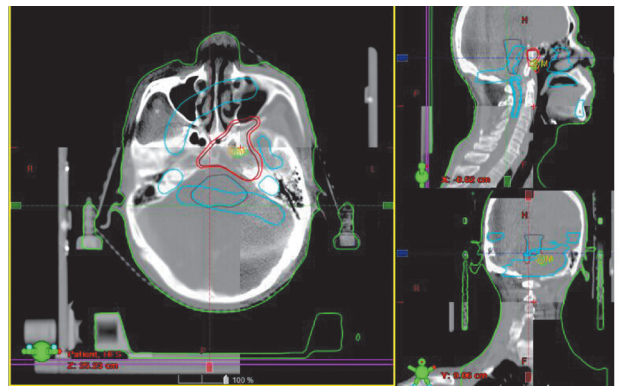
鼻咽癌患者 CBCT 得到的图像与计划的 DRR 图的对比示例
